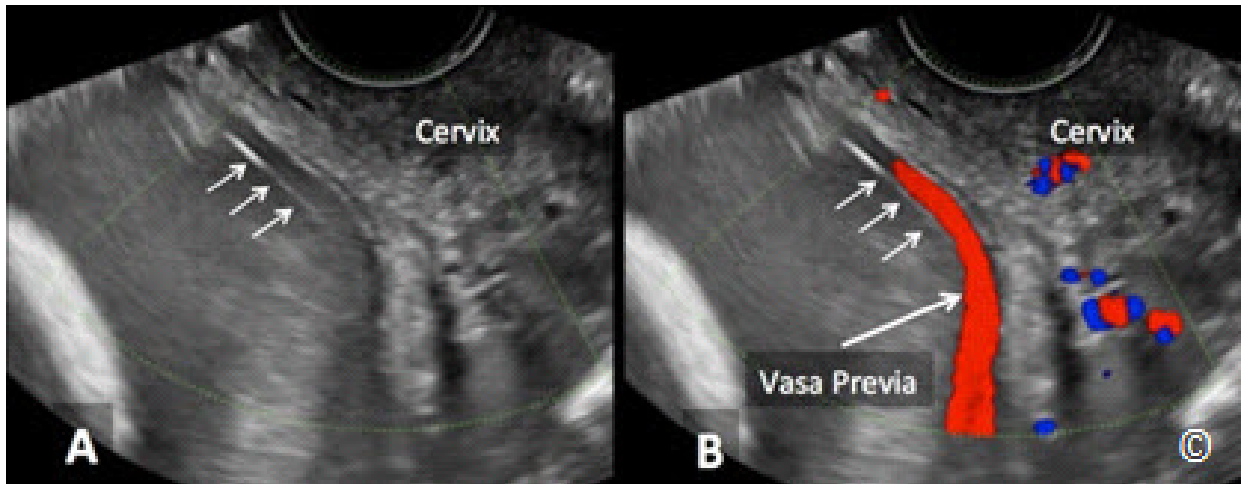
A y B: Ultrasonido transvaginal durante el segundo trimestre en escala de grises (A) que muestra una línea ecogénica (flechas) sobre el cérvix (marcado). El Doppler en color (B) confirma la presencia de vasa previa. La presencia de una línea ecogénica sobre el cérvix puede representar las paredes de un vaso sanguíneo y debe alertar a la presencia de vasa previa.
